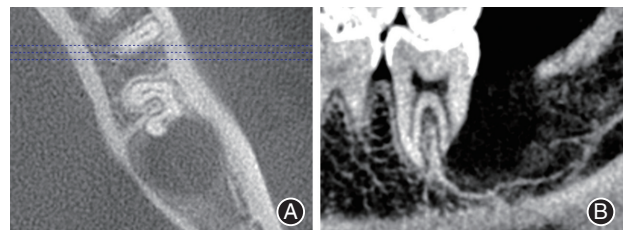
中度牙根外吸收(ERR)典型病例术后1个月复查锥形束CT(CBCT)影像 A:横截面;B:矢状面。37远中根尖缺损如前,根尖周未见异常,拔牙窝内壁见新生骨质形成。
